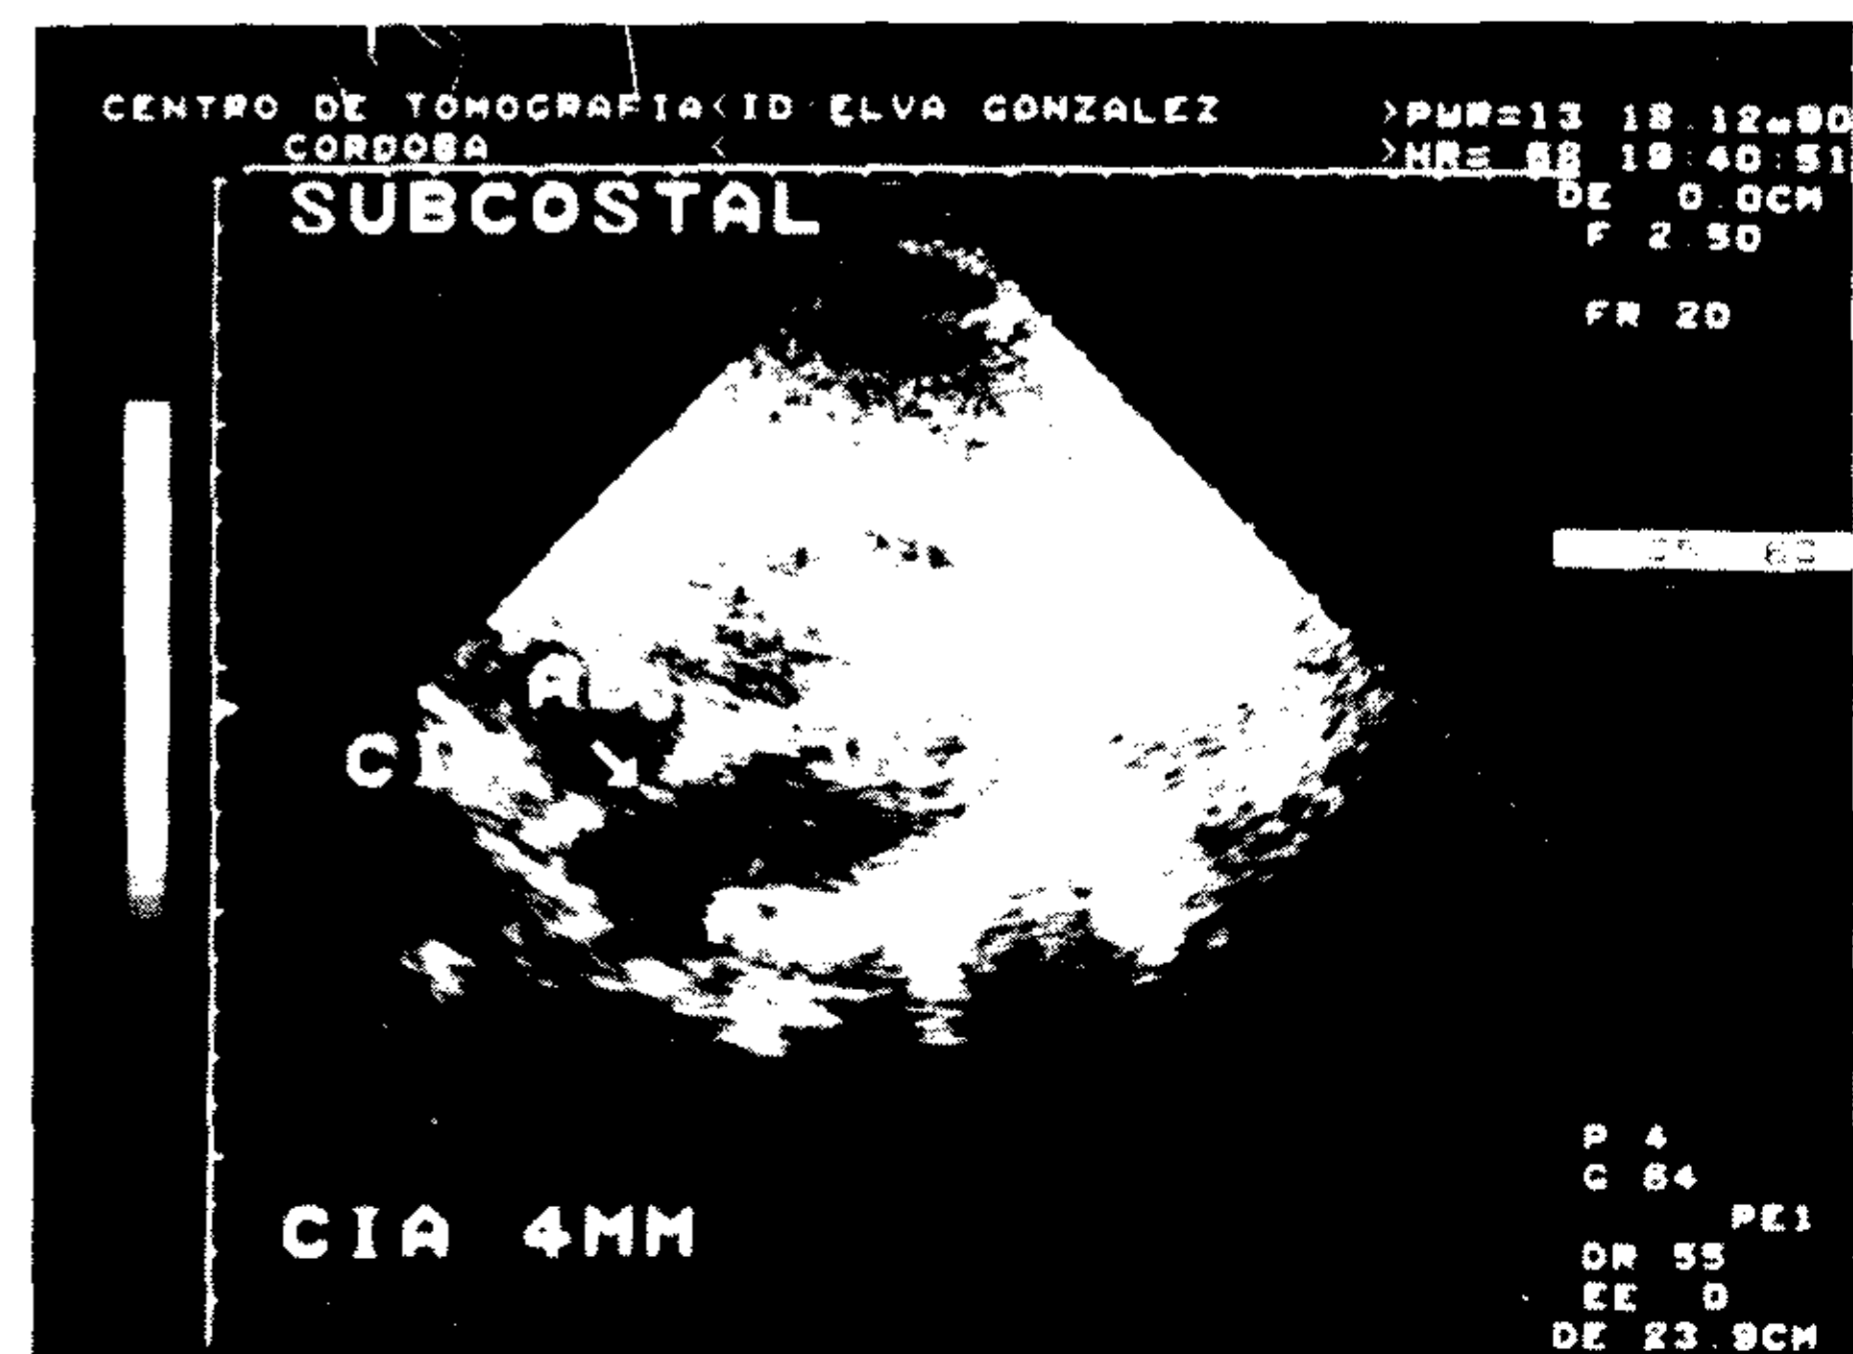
Ecocardiograma bidimensional en vista subcostal, mostrando una comunicación interauricular de tamaño reducido, en relación con la observada previamente.
